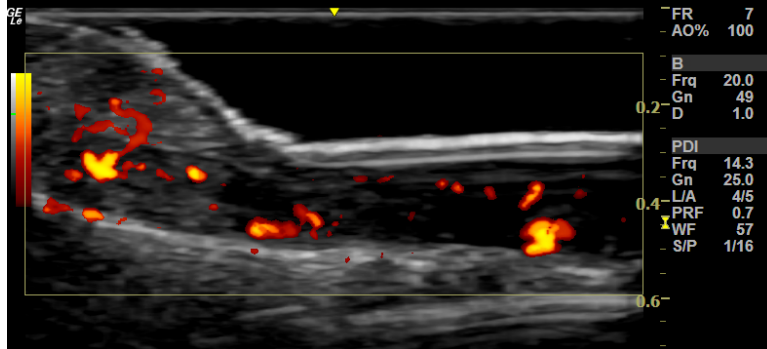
Nível *Power Doppler* 1 em incidência transversal
